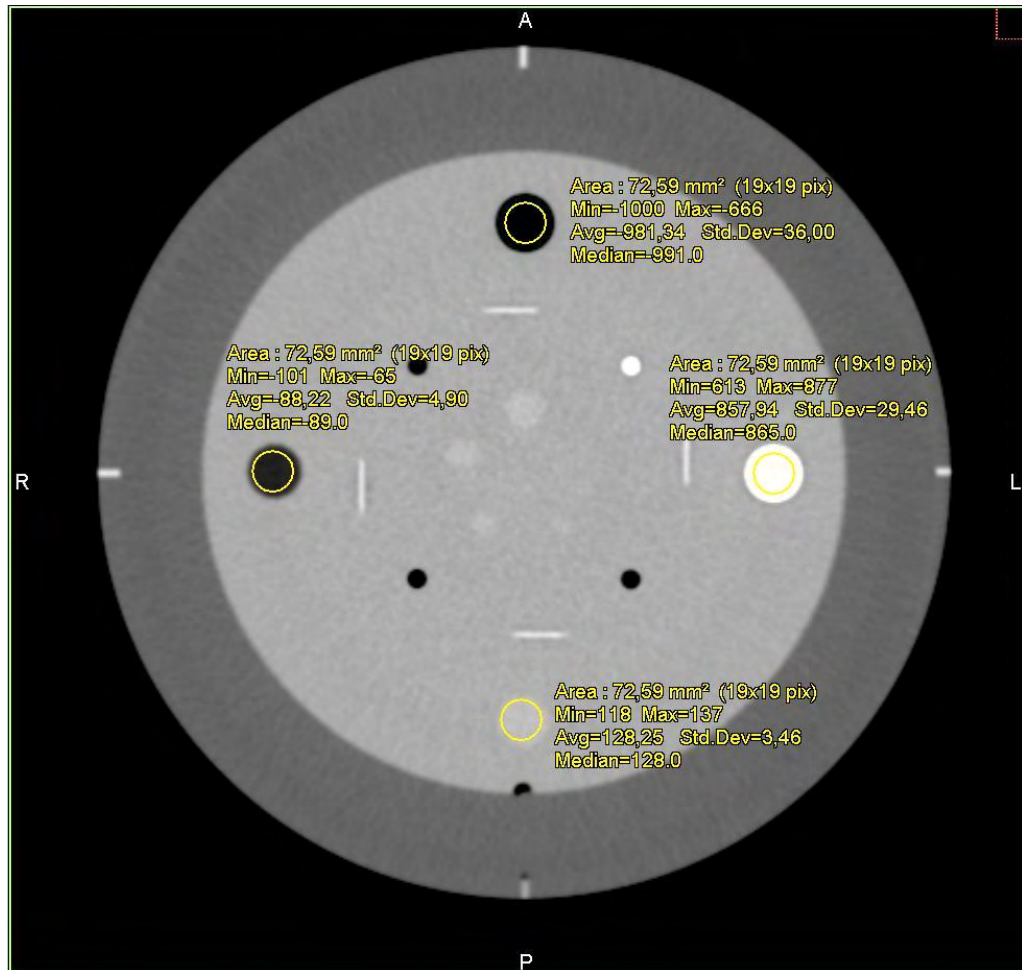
Medida dos números de CT dos alvos sensitométricos.
